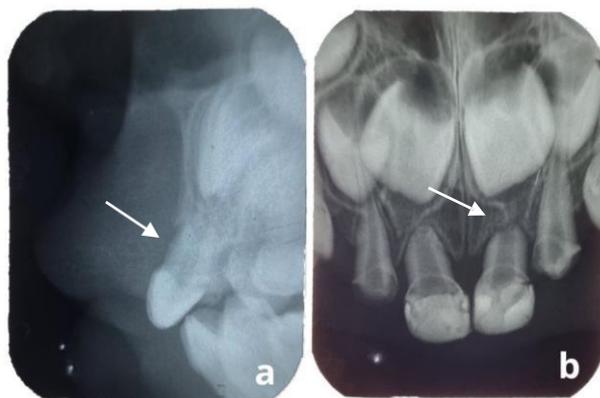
Radiografias do quinto mês após trauma, mostrando tábua óssea vestibular absorvida (a, seta) e reabsorção total do fragmento apical do dente 61(b, seta).
